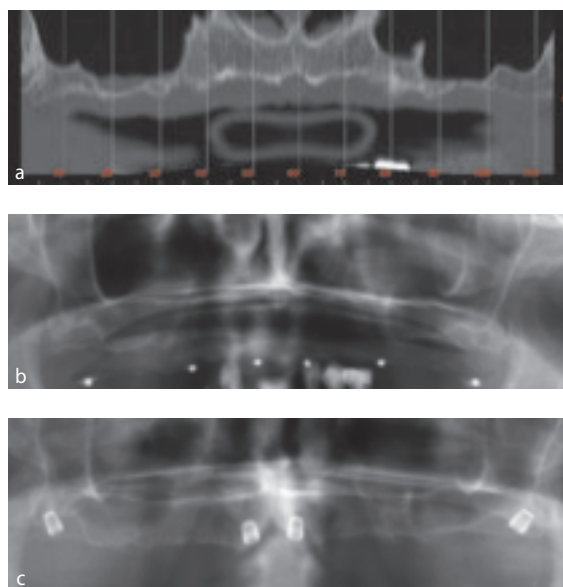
Постпроцессное реформатирование компьютерной томограммы пациентки 55 лет с атрофией верхней челюсти VI класса.¹¹ Ортопантомограмма до (а) и после (б) установки имплантатов Bicon Integra-CP 4,0 x 5,0 мм в переднем отделе и в области бугров верхней челюсти
